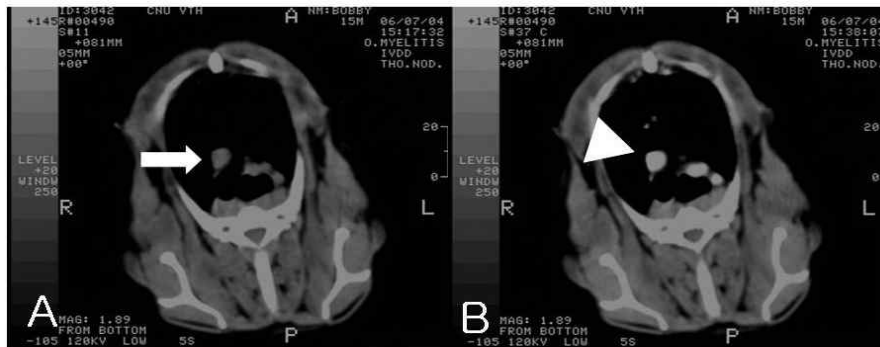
The thoracic computed tomography(A) was identified mass (arrow) which showed contrast enhancing(arrow head) at the contrast thoracic computed tomography(B).
